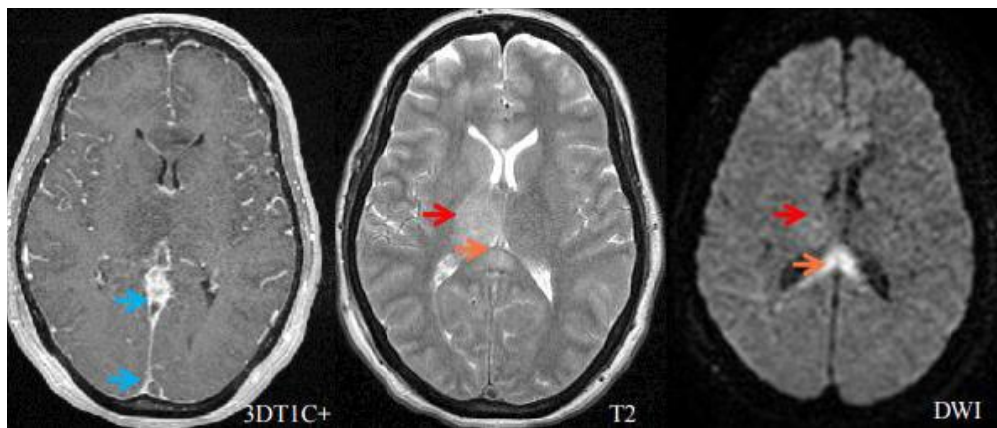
IRM cérébrale en coupe axiale montrant une thrombophlébite cérébrale du SLS et du sinus droit → avec foyers d'infarctus veineux présentant un hypersignal T2 intéressant le corps calleux → et le thalamus droit →. Sur la séquence de diffusion, l'infarctus calleux présente une restriction de la diffusion en rapport avec sa nature cytotoxique tandis que l'infarctus thalamique ne présente pas de restriction témoignant plutôt d'œdème vasogénique à ce niveau.
